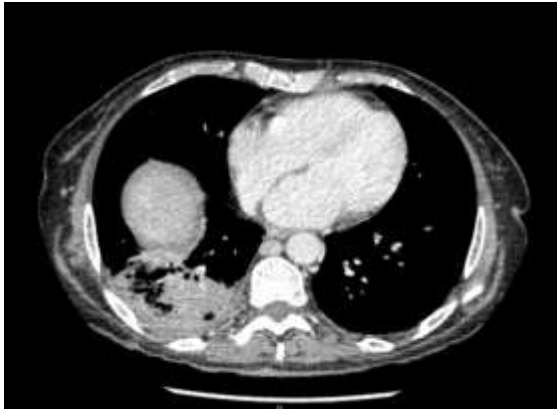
Imagen de TC. Se identifica una colección en el lecho de la hepatectomía derecha y una consolidación en la base pulmonar derecha. (Fuente: imagen propia).
